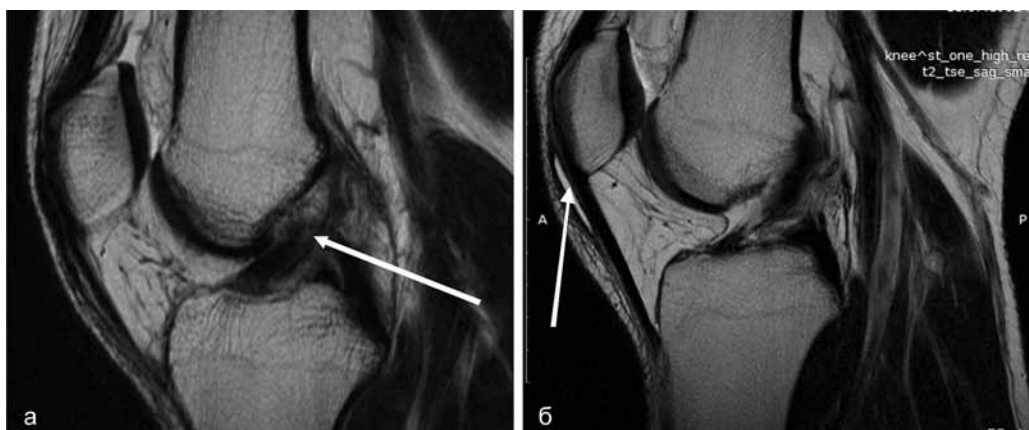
а – МРТ коленного сустава больного О., 26 лет. T2WI, сагиттальная плоскость. ДОА коленного сустава. Разрыв ПКС, связка неоднородной структуры, утолщена, в проксимальных отделах волокна четко не визуализируются (стрелка); б – МРТ левого коленного сустава больного С., 31 г. T2 tse, сагиттальная плоскость. ДОА левого коленного сустава I ст. Претателлярный бурсит, жидкость в претателлярной подкожной сумке (стрелка)
